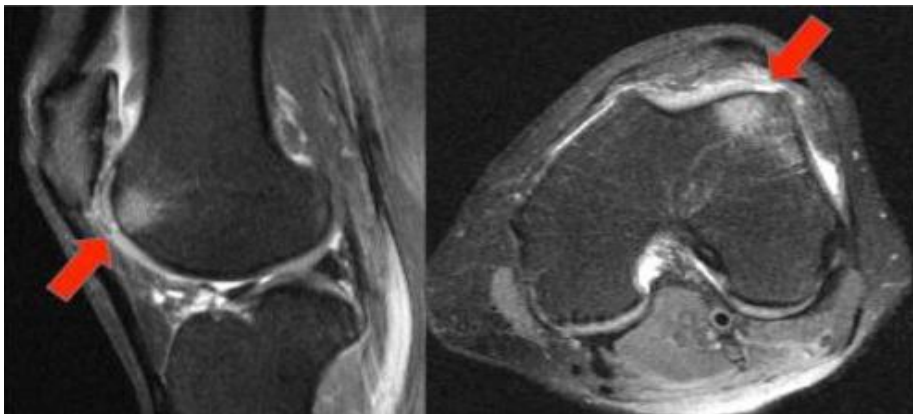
MRT-Aufnahme: Tiefer, lokalisierter Knorpelschaden im lateralen Patellagleitlager mit subchondralem Knochenödem (Diakover, 2014).
